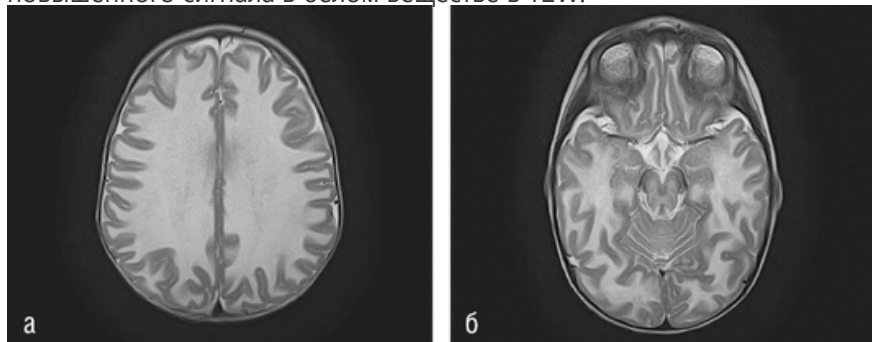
МРТ головного мозга пациента с болезнью Канаван. Диффузная спонгиозная дегенерация белого вещества головного мозга (а, б)
